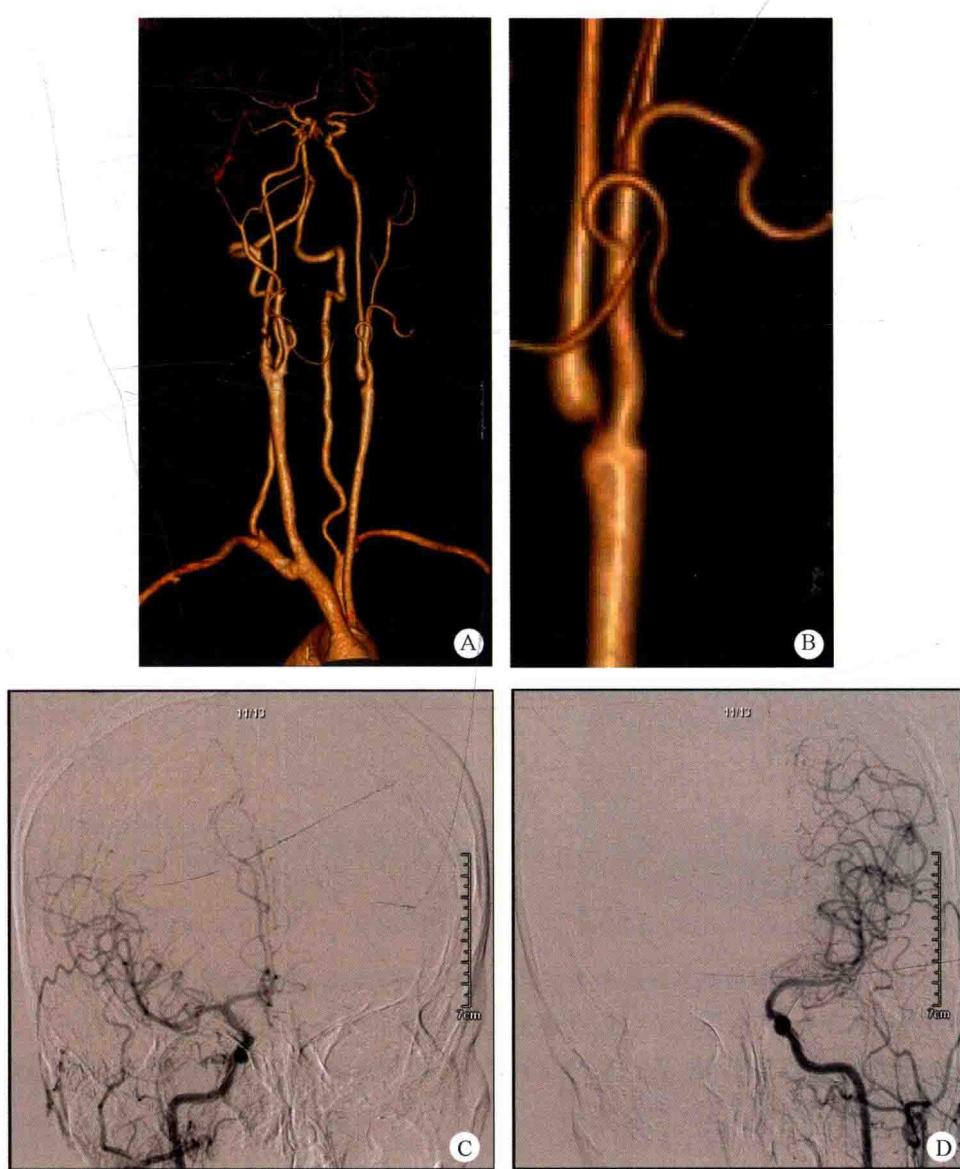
颈动脉 CTA: 双侧颈内动脉重度狭窄, 右侧为溃疡性斑块, 左侧为稳定性斑块, 造影提示左侧大脑前动脉由右侧颈内动脉供血
